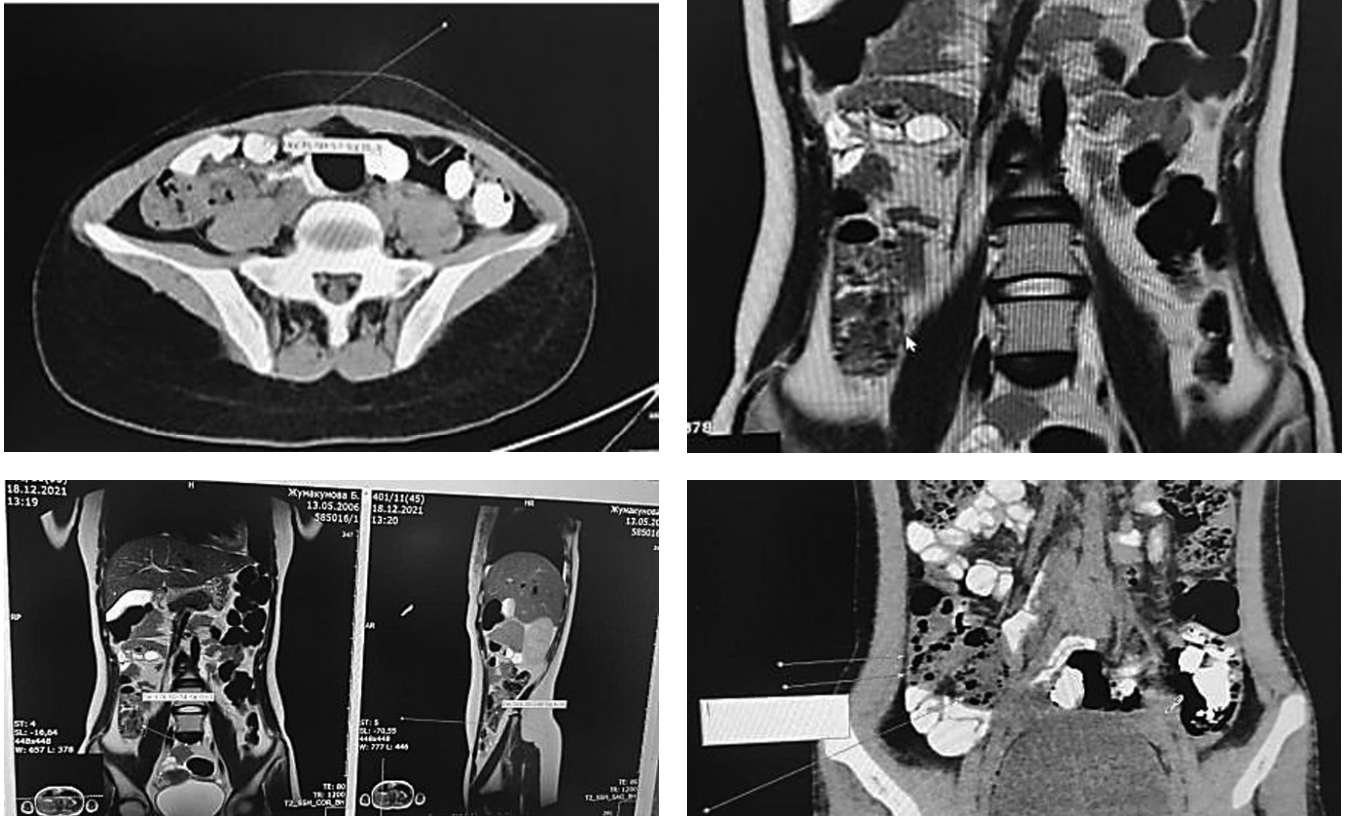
КТ органов брюшной полости
